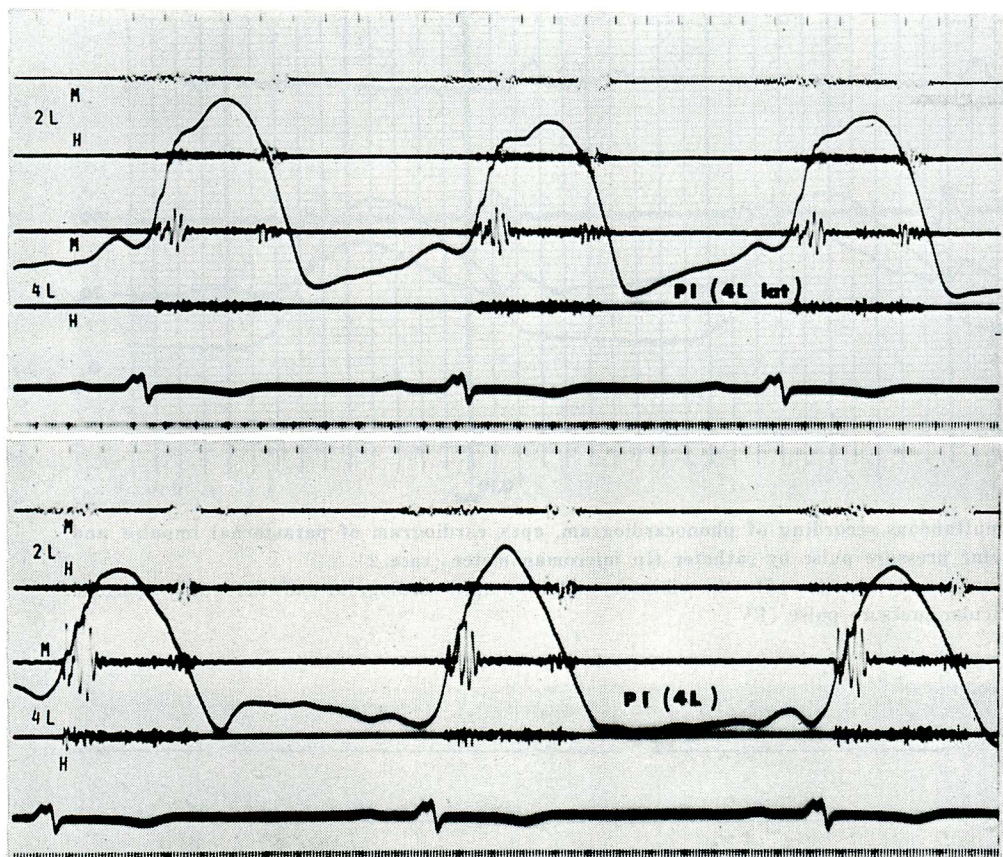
Apex cardiogram of the parasternal impulse (case 1)
